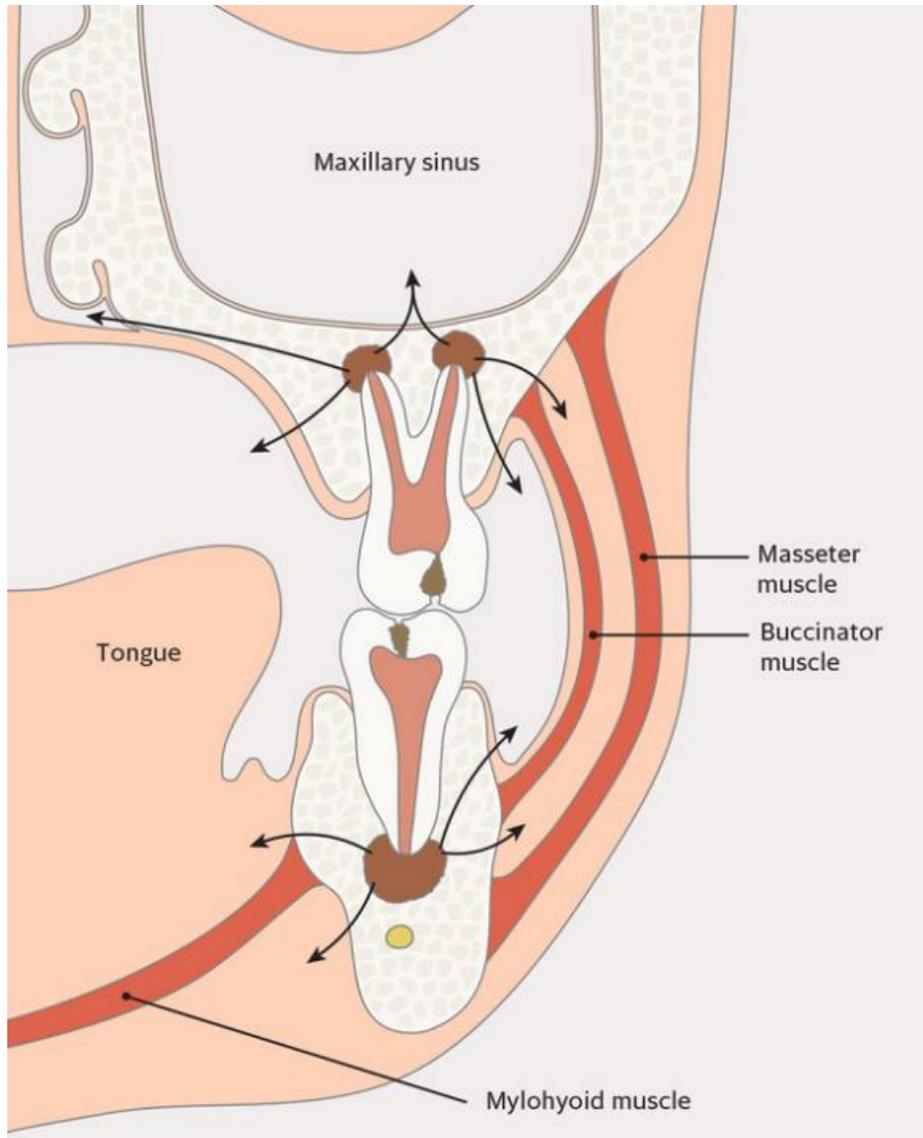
Rutas de diseminación de infecciones periapicales en molares superiores e inferiores. (Doving, Handal, & Galteland, 2020)
